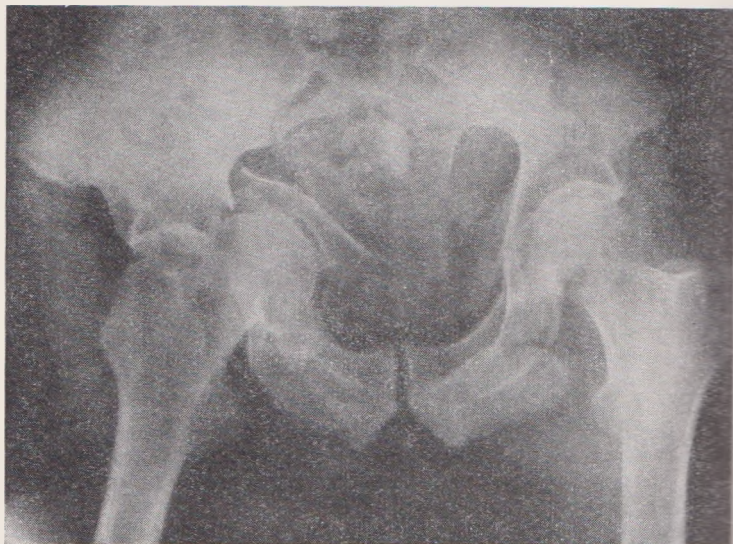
Рентгенограмма центрального вывиха в правом тазобедренном суставе.
